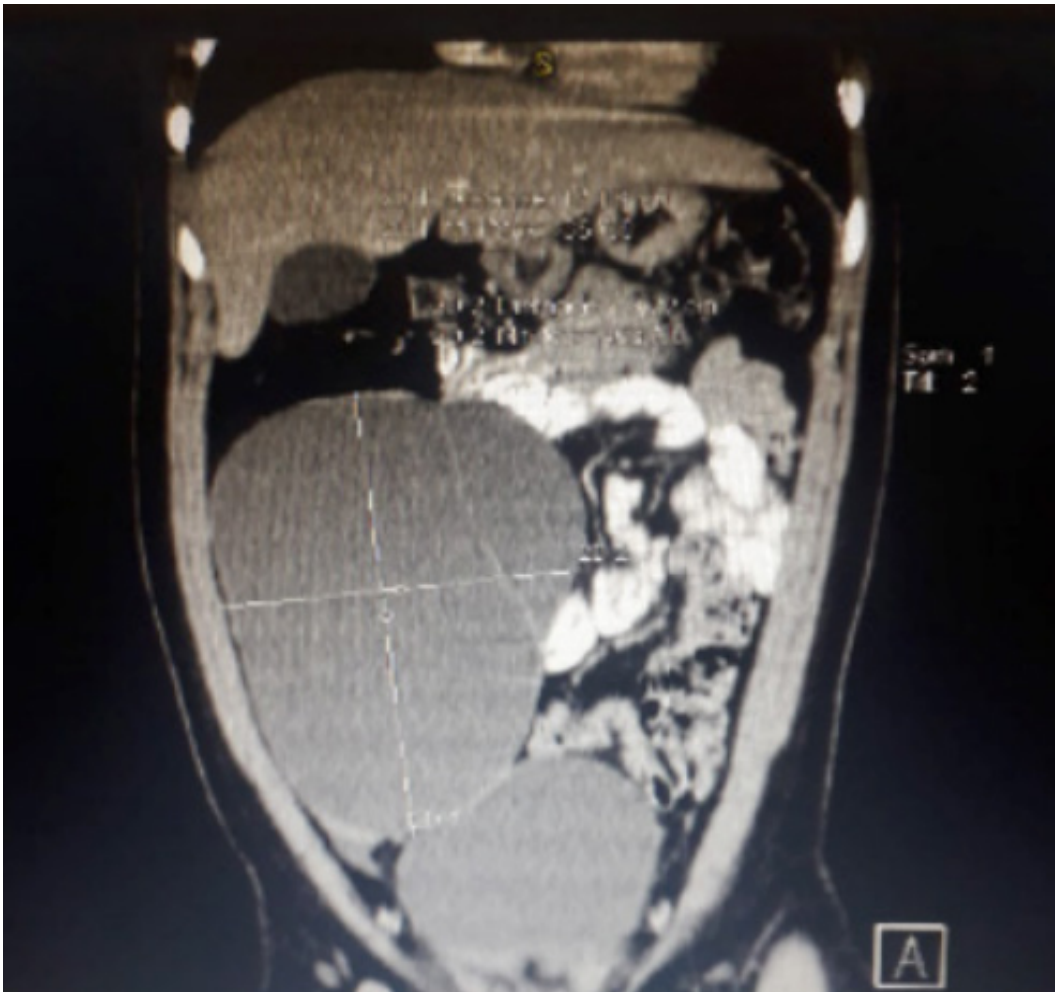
Tomografía axial que muestra una masa quística del anexo derecho con septo en su interior, que desplaza las asas intestinales.
